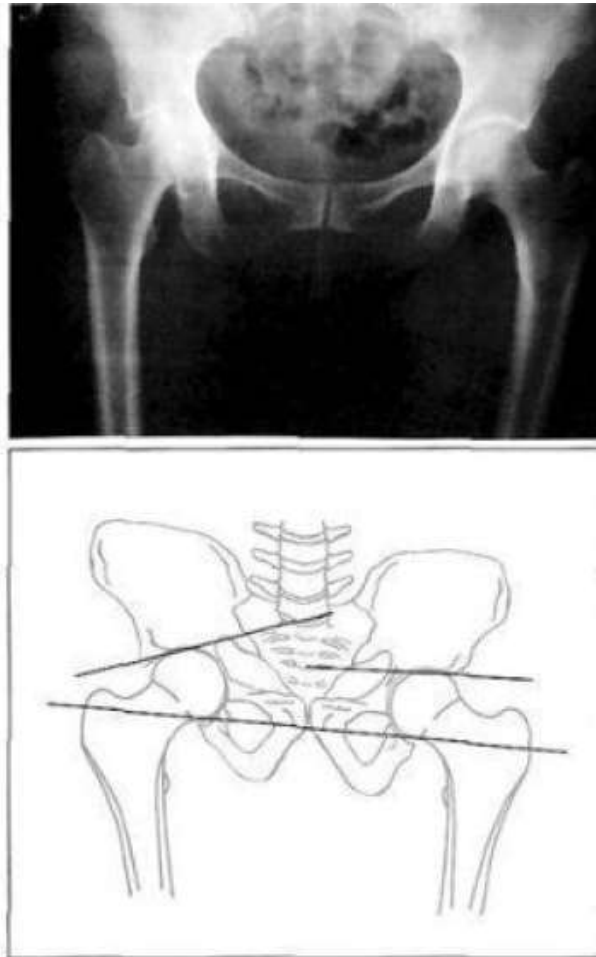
Рентгенограма та скіаграма пацієнта з протрузійним коксартрозом. Розвитку дегенеративно-дистрофічних змін сприяло перевантаження суглоба внаслідок краніомедіальної інклинації вертлюжної западини після перелому її дна, що неправильно зрісся
